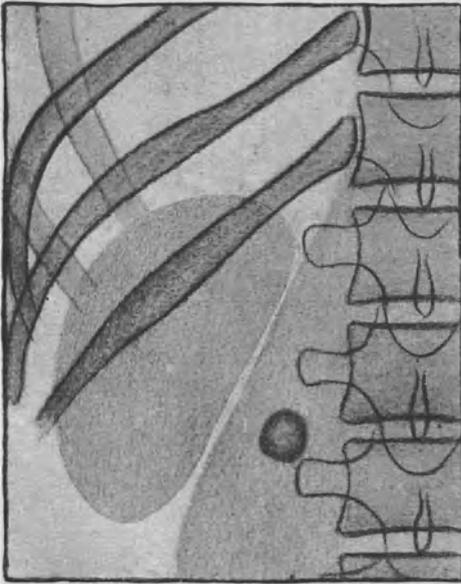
Nach Sgalitzer. Fall von Gallenstein. Ventro-dorsale Aufnahme. Der Schatten liegt in der Gegend des Nierenhilus. (Röntgenpause.)
